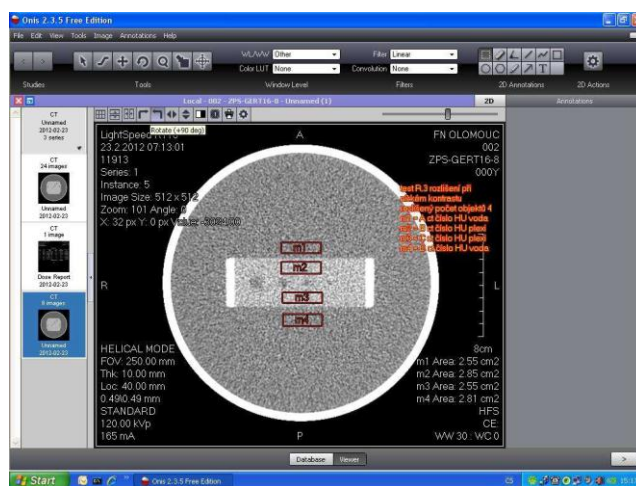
ROI na CT fantomu.(9)
